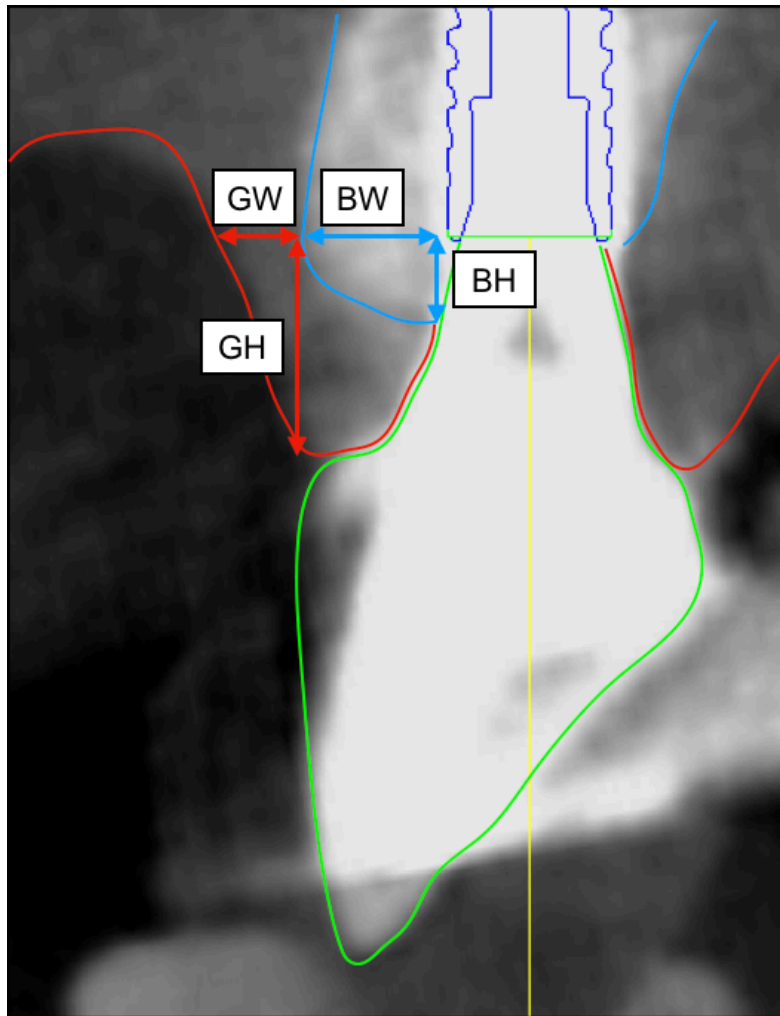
計測用 CBCT 画像におけるインプラント周囲組織の計測項目
